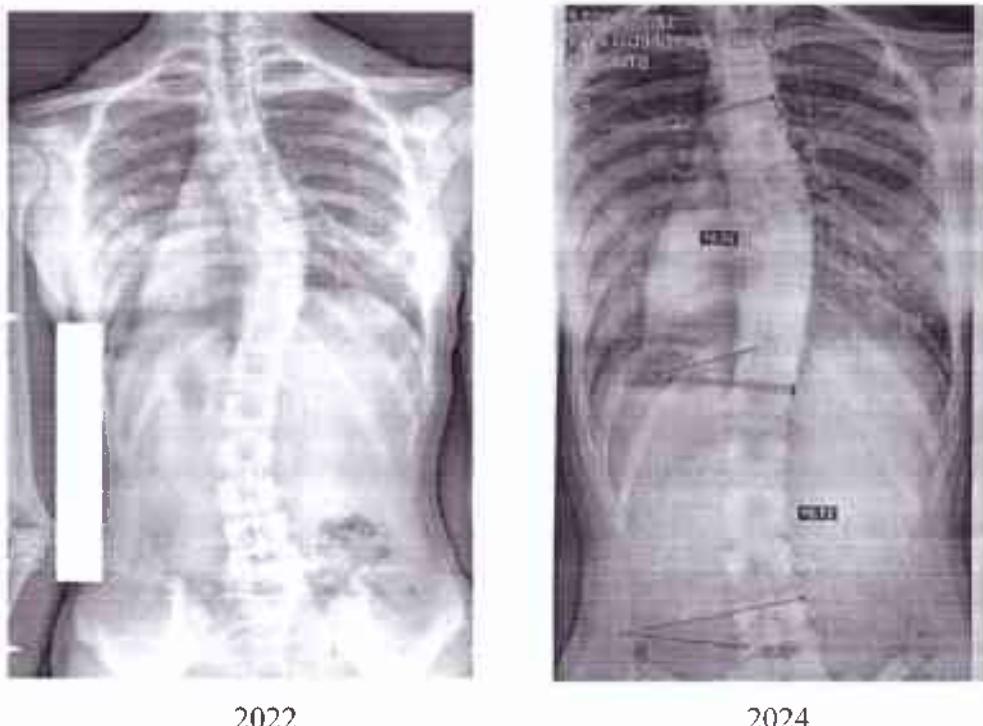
Рентгенограма Пацієнтки №2
